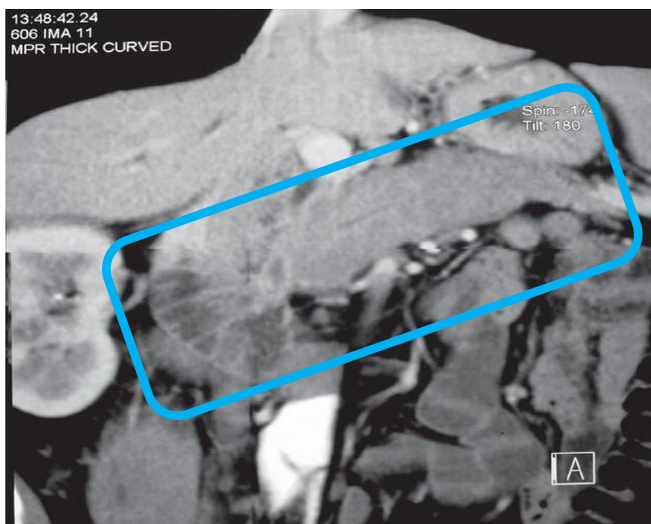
TC d'abdomen d'un pacient on es veu el pàncrees amb formade salsitxa (encerclat amb blau).
